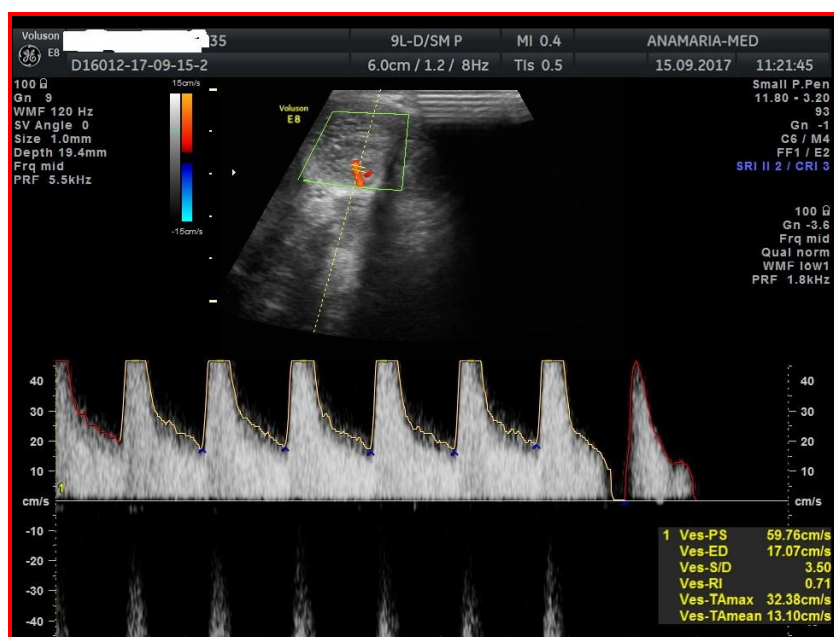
Examinare Doppler peniană. Viteza sistolică maximă 59 cm/sec, indice rezistența 0,71 (DE neurogenă, pacient cu plastia uretrei)
